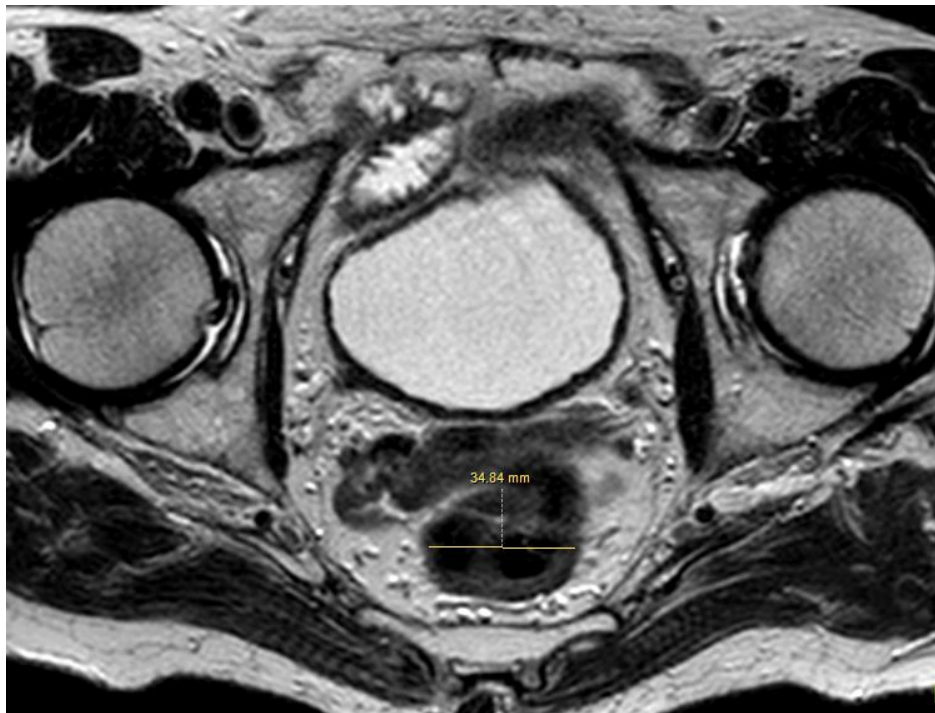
МР-томограмма пациента П., 83 лет, и/б 4792-15
